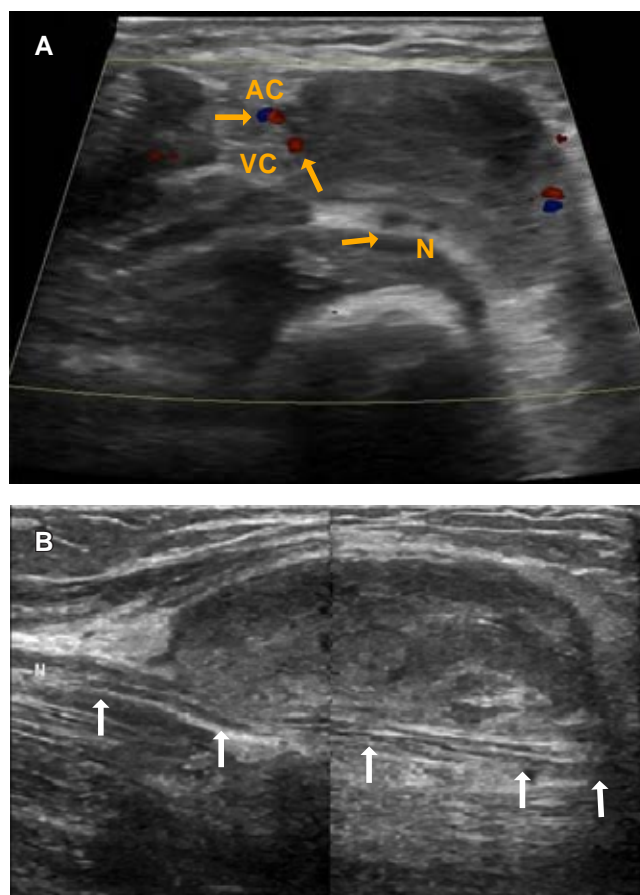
Ultrasonido. A) Corte transversal a nivel del tercio distal y cara anterior de la muñeca derecha, se observa una lesión ocupante de forma ovalada de $3.3 \times 1.6 \times 2.2$ cm, márgenes bien delimitados, levemente heterogénea, de predominio hipocogénico, con Doppler color se demuestra desplazamiento medial de la arteria y vena cubital y compresión del nervio. B) Plano longitudinal, imagen ovoide bien delimitada, con contornos lisos. Las fibras musculares se encuentran desplazadas y respetadas.
